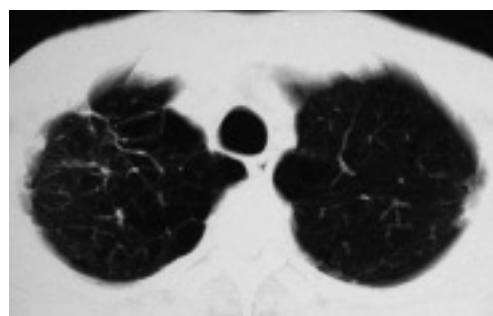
抗結核薬治療後の胸部 CT (平成 21 年 8 月) 空洞病変は消失し、癍痕化している。
